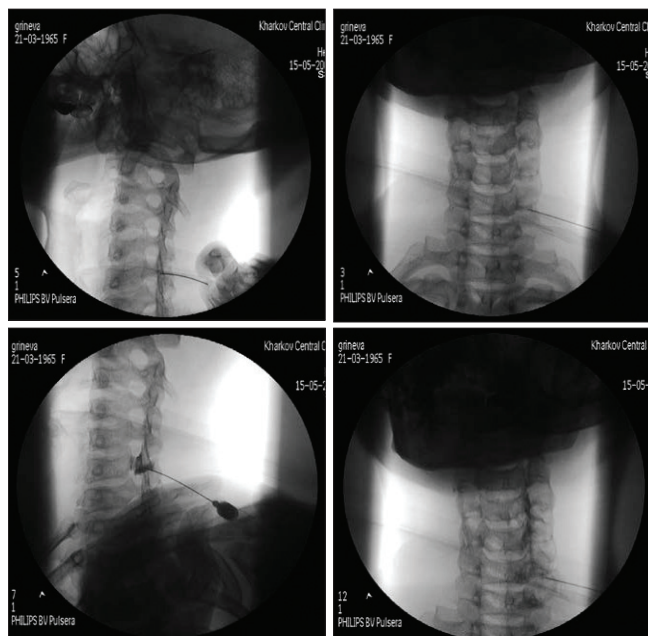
Фотоотпечатки с рентгенограмм ЭОП шейного отдела позвоночника больной. Основные этапы трансфораминальной эпидуральной блокады C5-7
